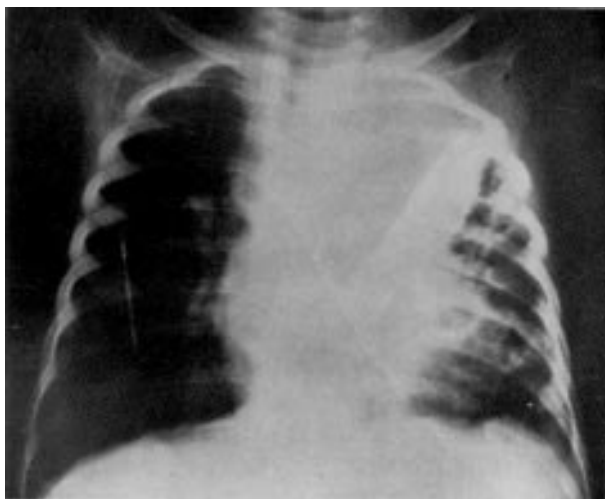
Radiografia de t rax (projec o AP) evidenciando consolida  o no lobo superior do pulm o esquerdo.
